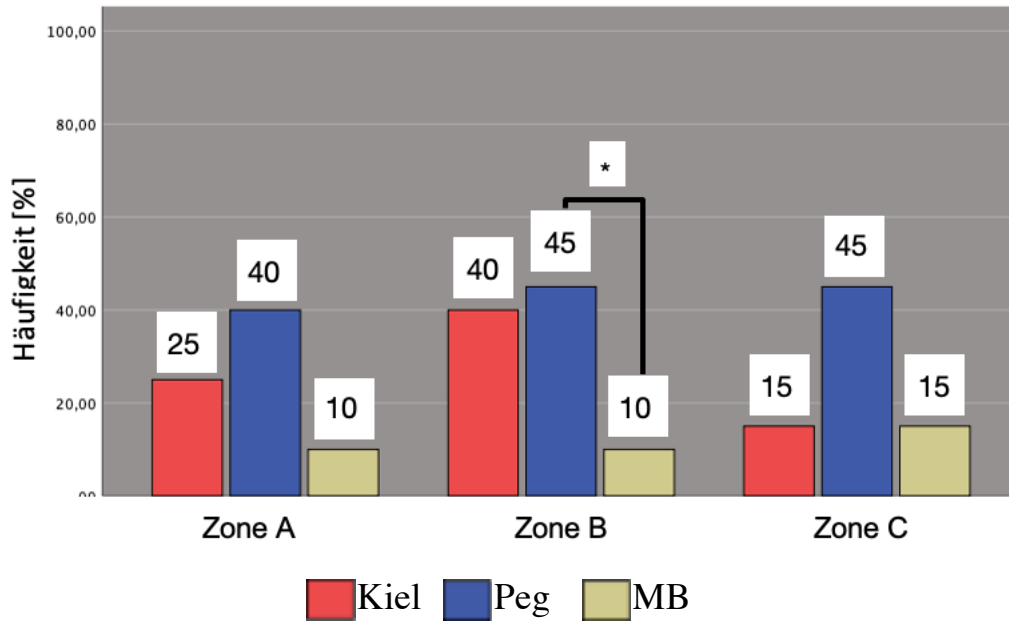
Häufigkeit der RLL pro Zone im true-a.p. Röntgenbild im Gruppenvergleich (* entspricht $p < 0,05$;  entspricht $p < 0,01$)
